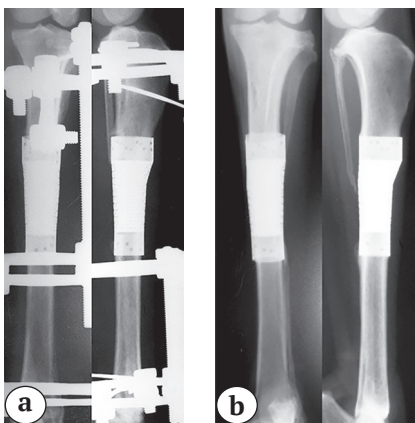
Рентгенограммы опытного сегмента:
